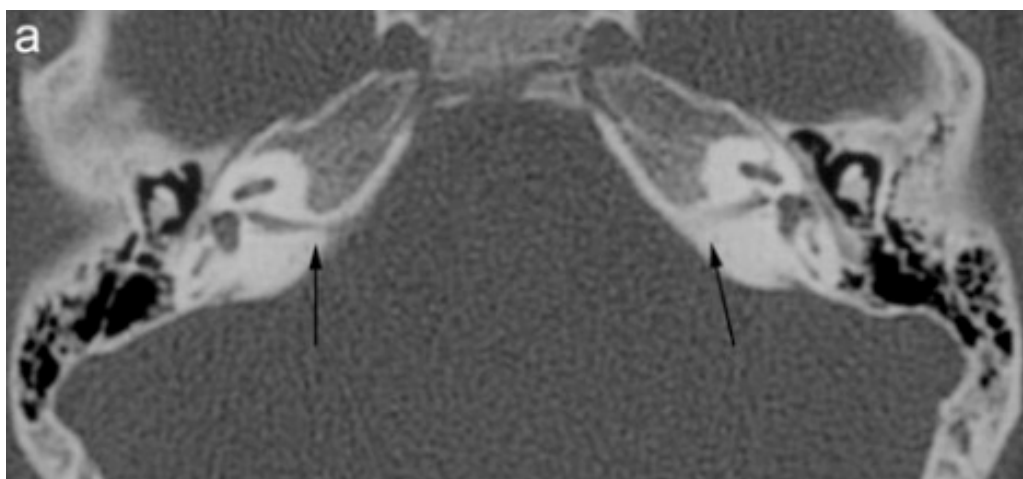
(Gieseemann et al., 2012), Immagine assiale alla TC di aplasia del nervo vestibolo-cocleare.
